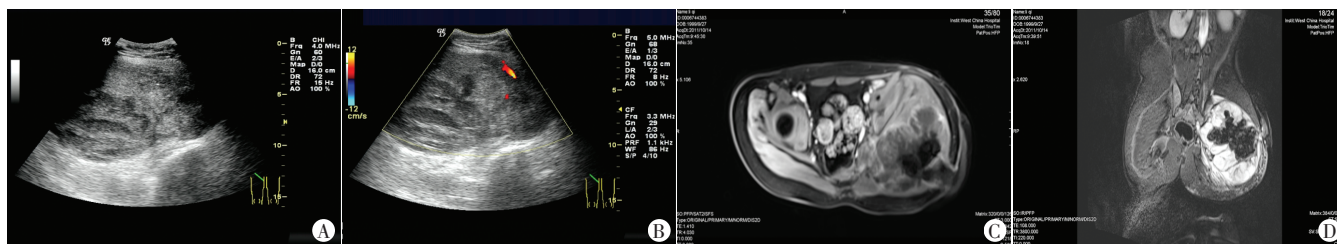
病例7,男,12岁,左侧臀部EES超声及MRI图
